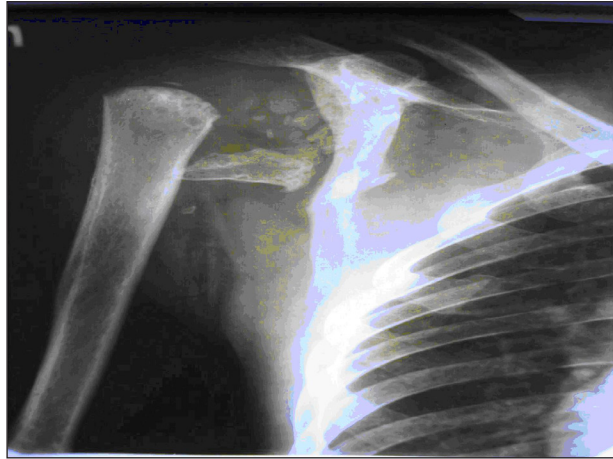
Рентгенограмма плечевого сустава больного сирингомиелией. Резкое обезображивание эпифиза плечевой кости. Выраженный остеолитический дефект головки плеча. Массивное бесформенное метастатическое костеобразование около-суставных мягких тканей
